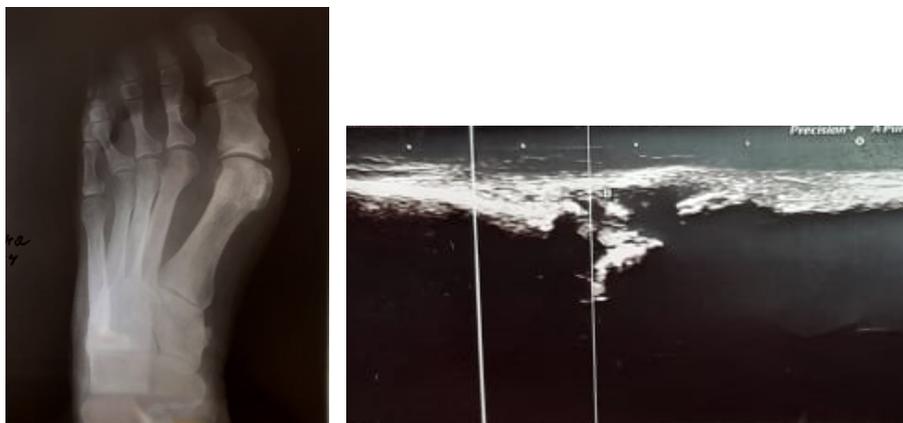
Данные рентгенографии и УЗИ у одной и той же пациентки (на рентгенограмме нет специфичных для подагры признаков в области 1 ПлФС, однако при УЗИ обнаружены признаки тофуса в области 1 ПлФС)
